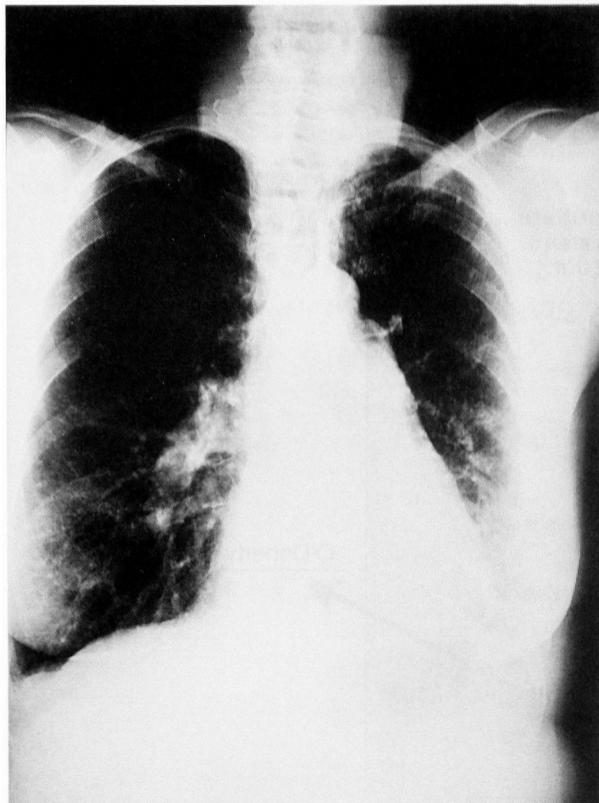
Chest X-Ray of patient No. 10.
